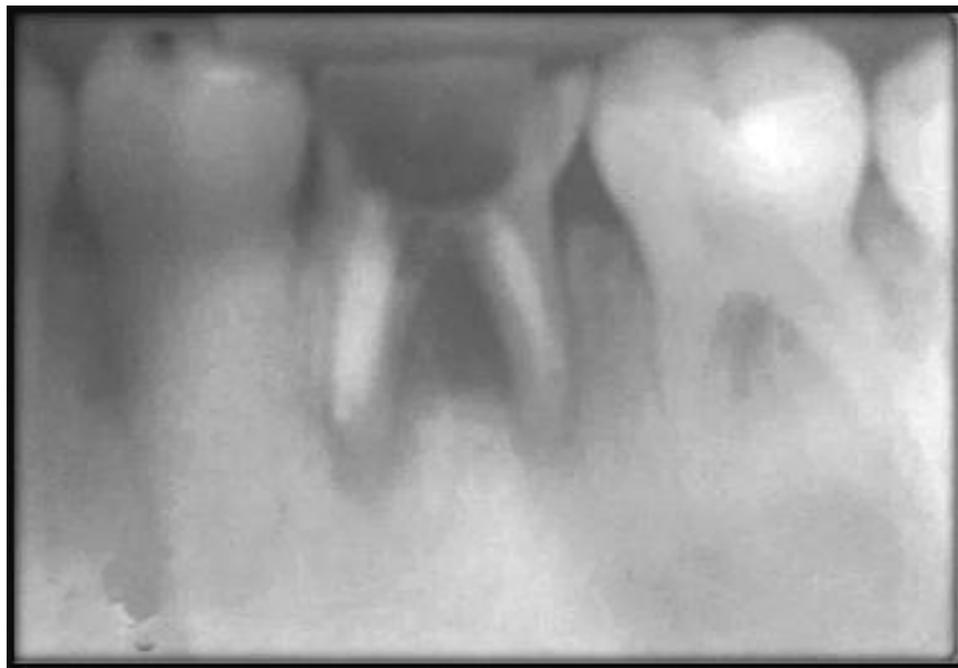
Radiografia periapical do dente 36, evidenciando lesão perirradicular e comprometimento de furca.
